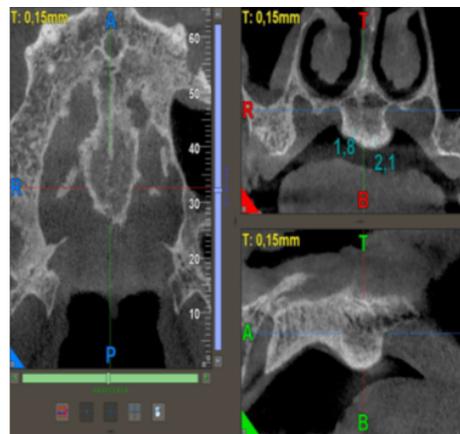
Cone Beam del maxilar superior – corte axial, sagital y coronal.
